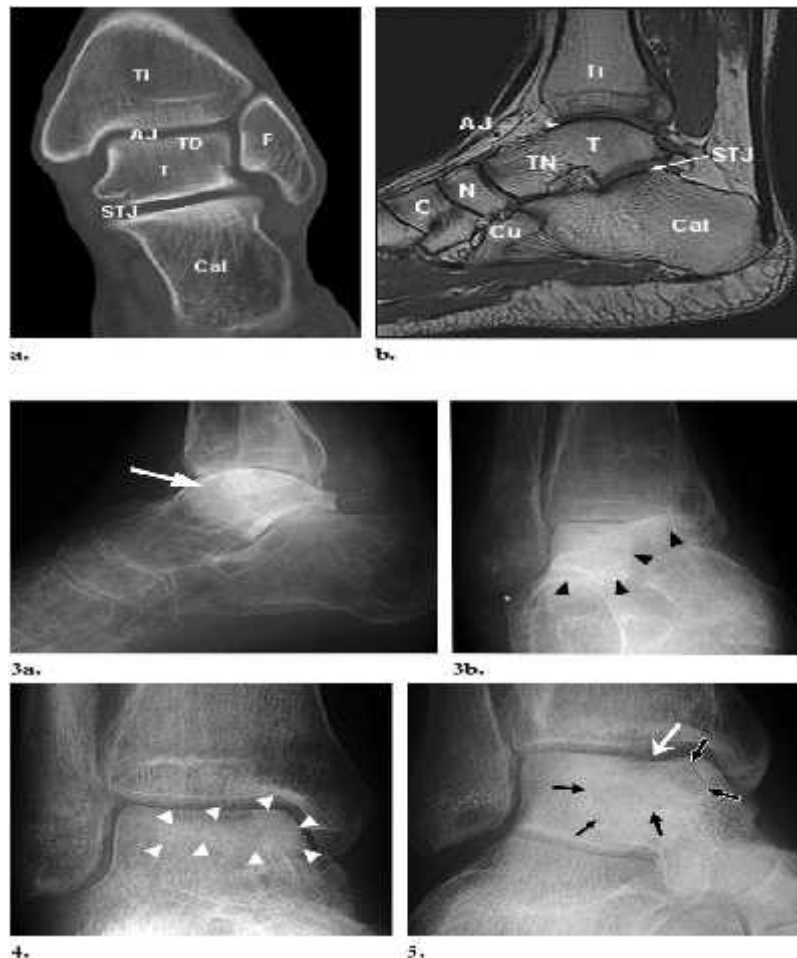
Coronal computed tomographic (CT) scan (a) and sagittal T1-weighted magnetic resonance (MR) image (b) demonstrate the normal skeletal anatomy of the foot and ankle. *AJ* = ankle joint, *C* = medial cuneiform bone, *Cal* = calcaneus, *Cu* = cuboid bone, *F* = fibula, *N* = navicular bone, *STJ* = subtalar joint, *T* = talus, *TD* = talar dome, *Ti* = tibia, *TN* = talar neck
